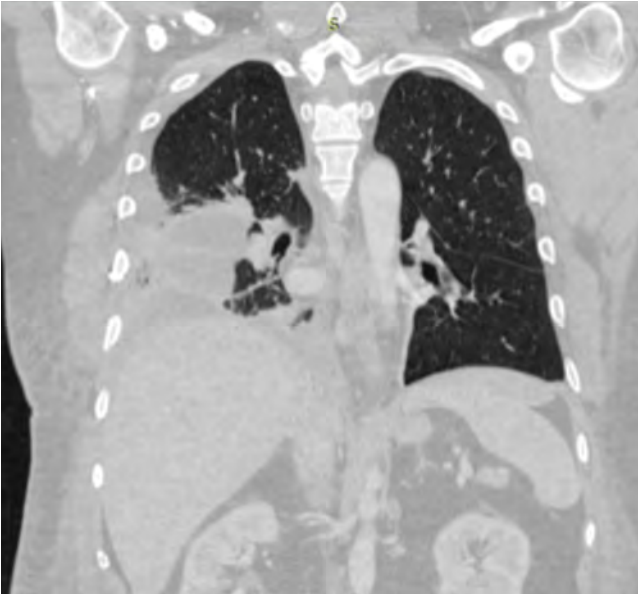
Tomografía de tórax y abdomen con signo del collar.
